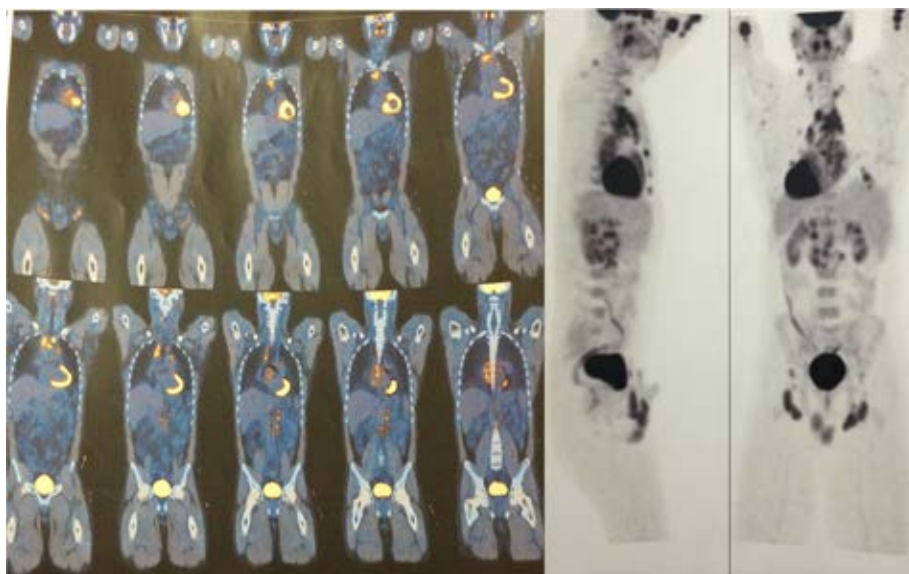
PET/CT: Aumento da atividade metabólica em múltiplos linfonodos e linfonodomegalias supra e infra diafragmáticas, em alterações pulmonares à direita, no arcabouço ósseo e na adrenal esquerda.
